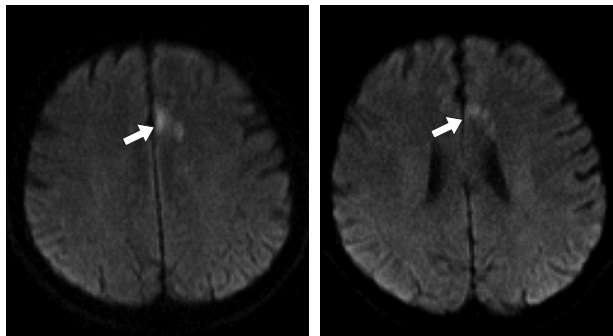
Диффузионно-взвешенная МРТ головного мозга пациента Т. через 2 ч после появления неврологической симптоматики.
